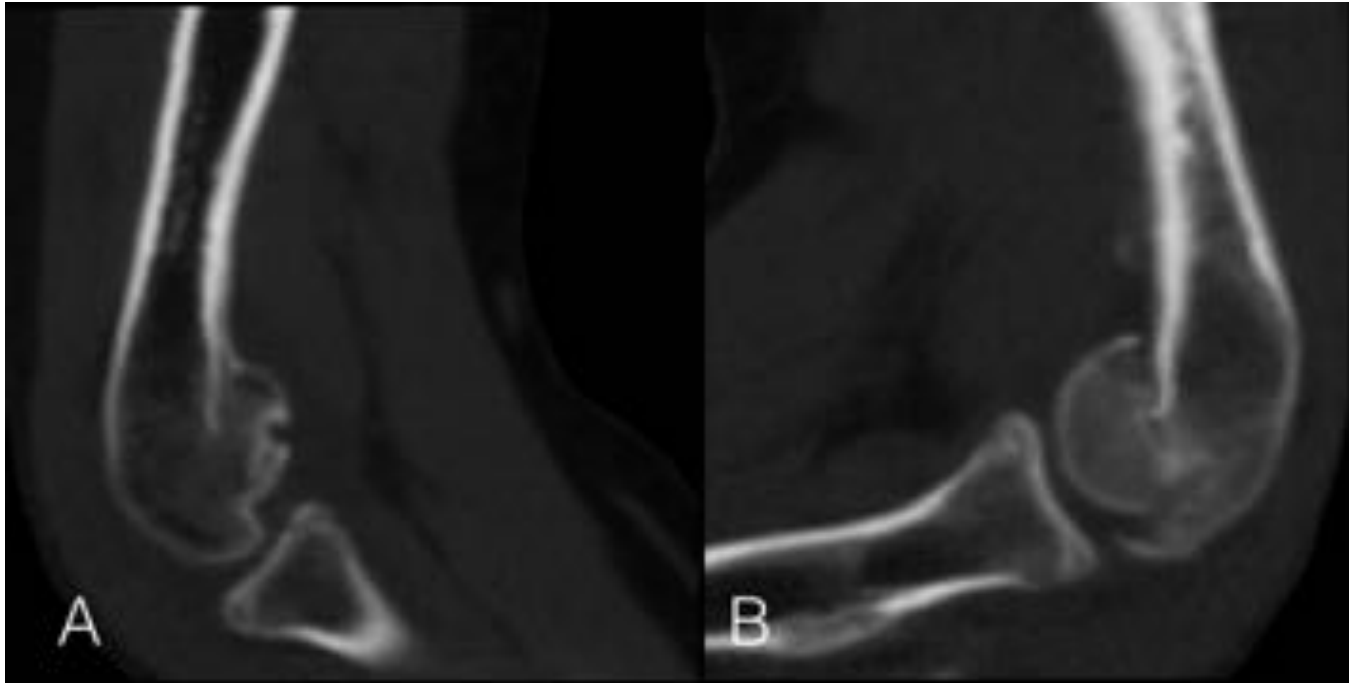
Imágenes sagitales de TC de codo con fractura bilateral del capitellum tipo I. A. Fractura del capitellum con desplazamiento superior del fragmento distal, incongruencia de la articulación radiocapitelar con cambios por degeneración cartilaginosa y artrosis en la superficie del capitellum. B. Fractura del capitellum con desplazamiento superior del fragmento distal, incongruencia de la articulación radiocapitelar.
